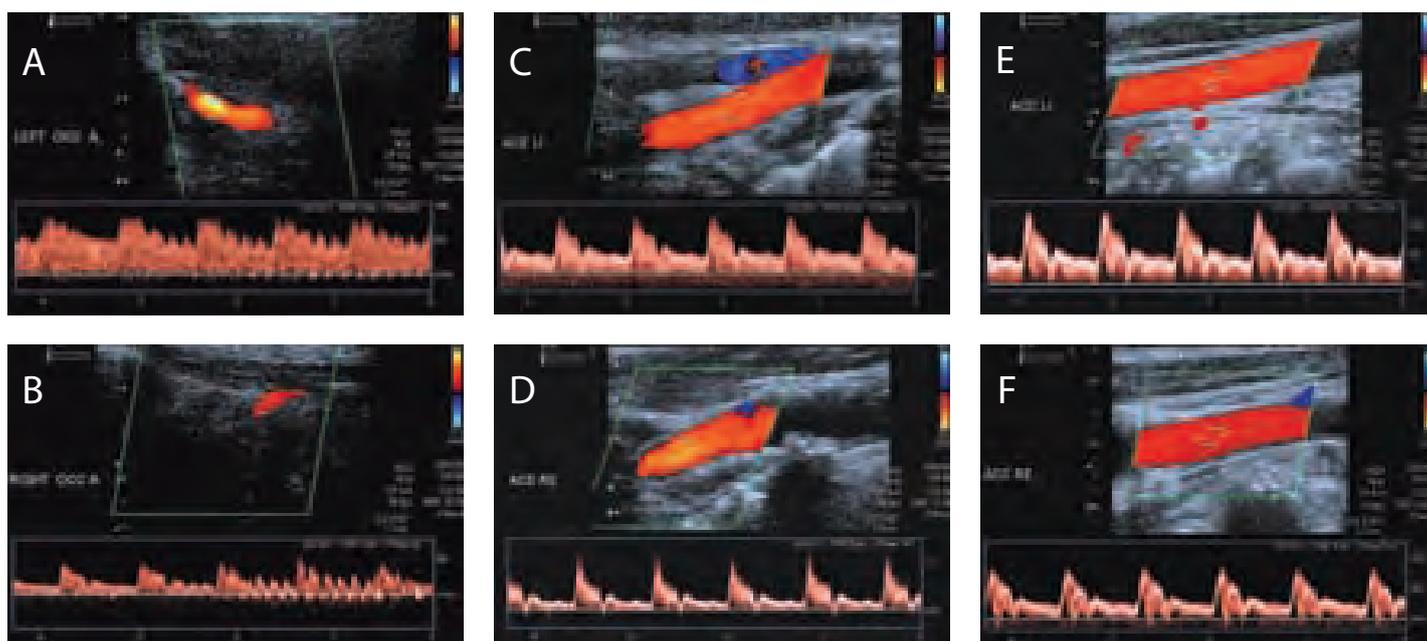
Duplexsonografie bei duraler AV-Fistel links. A-B: Befund an der A. occipitalis (mit Vibrationstest zur Identifizierung der Arterie). A: Hochgradig pathologische Strompulscurve mit verminderter Pulsatilität (hohe diastolische Strömungsgeschwindigkeit) auf der Seite der Fistel. B: Normalbefund kontralateral. In der A. carotis externa links (C) und rechts (D) sowie A. carotis communis links (E) und rechts (F) ist der pathologische Befund weniger deutlich ausgeprägt
